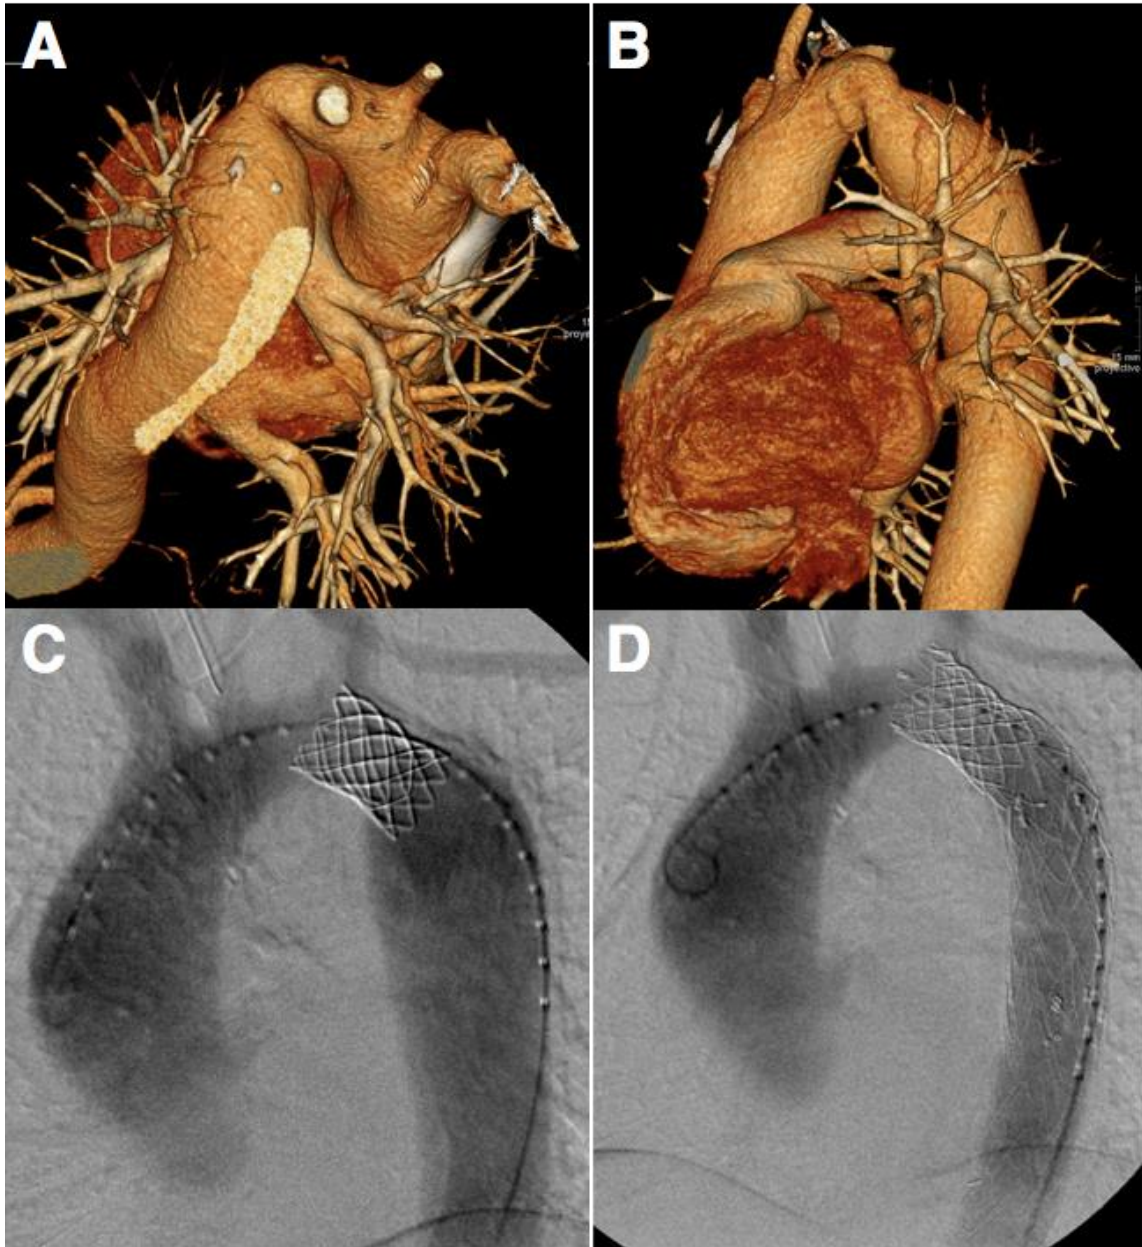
Varon de 43 años, válvula aórtica bicúspide, hipertenso, intervenido a los 6 años con resección y anastomosis termino-terminal. Presenta re-coartación de aorta y aneurisma fusiforme en aorta descendente. A-B) Imagen de TAC con reconstrucción tridimensional que muestra la re-coartación y el aneurisma. C) Implante de stent expandible con balón a nivel de la coartación. D) Implante de endoprótesis recubierta en el aneurisma.
